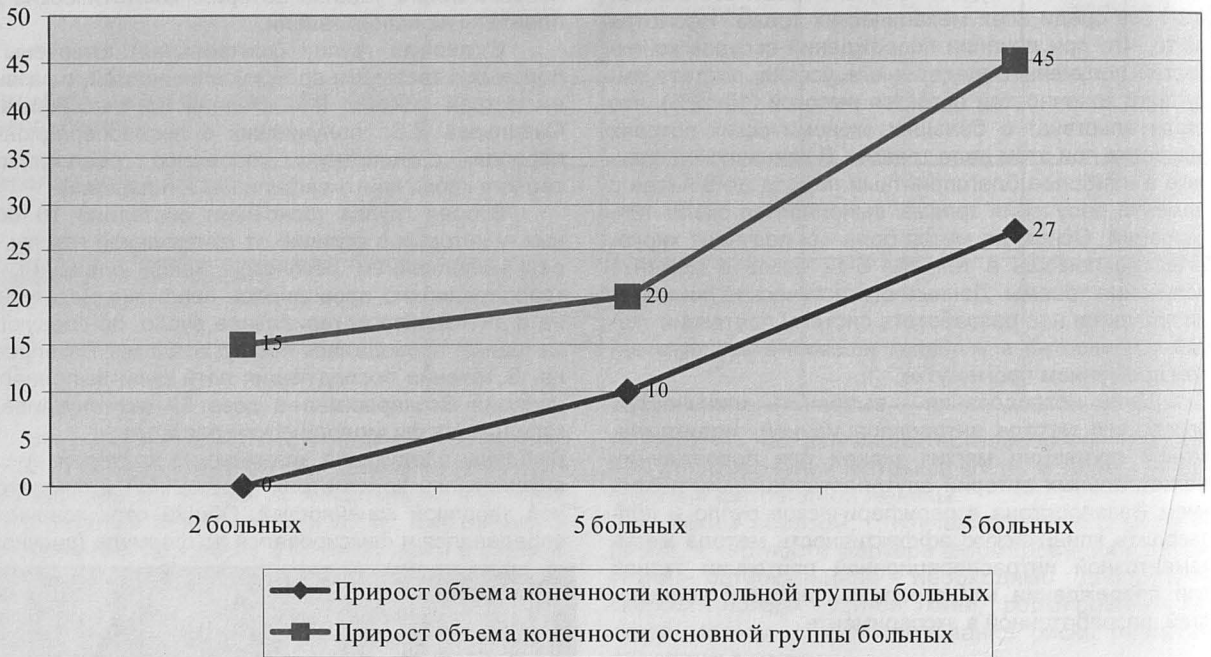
Процент прироста объема конечности при развитии реперфузионного синдрома
